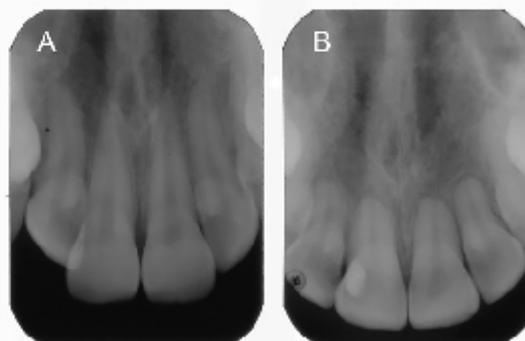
Radiografia periapical inicial (A) e final (B) dos incisivos superiores de uma paciente do sexo feminino, Classe I de Angle, tratada com aparelhos fixos e sem extrações dentárias. É possível observar uma significativa RRAE ao final do tratamento ortodôntico
